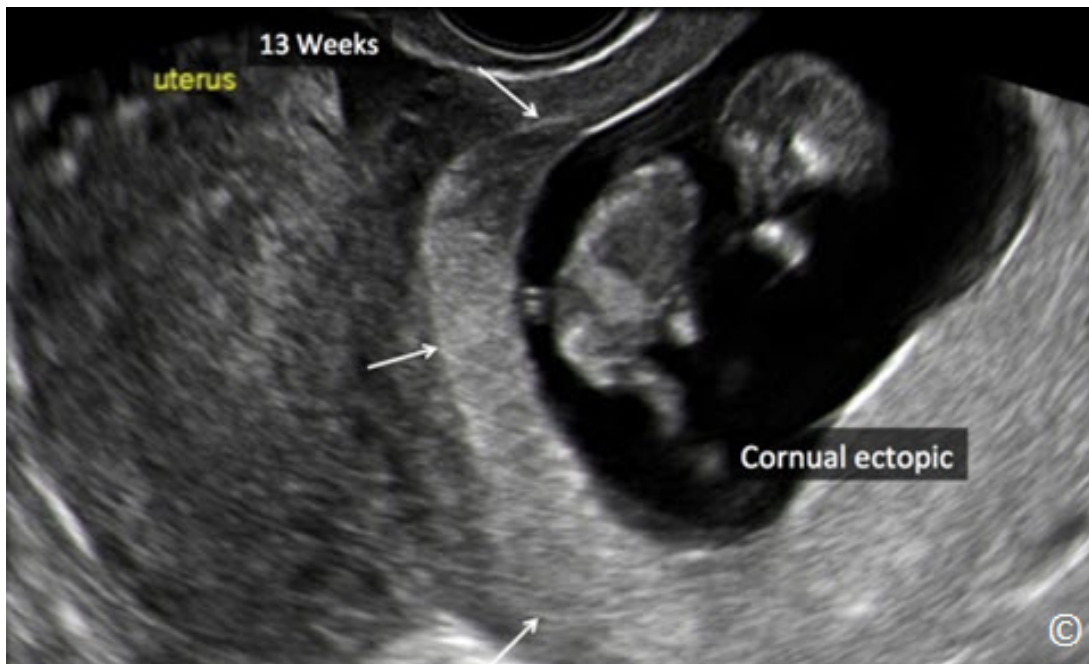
Ultrasonido transvaginal de un plano oblicuo superior del útero mostrando un embarazo ectópico cornual (flechas) a las 13 semanas de gestación. Obsérvese el tamaño del embarazo cornual (rotulado) que puede ser confundido con una gestación intrauterina. El útero está rotulado en amarillo.
